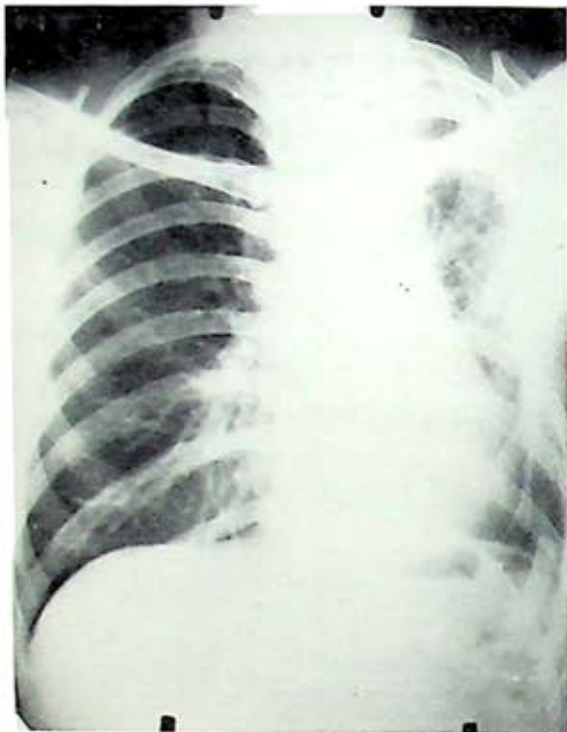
Radiografía mostrando el pulmón expandido después de la sutura bronquial.
